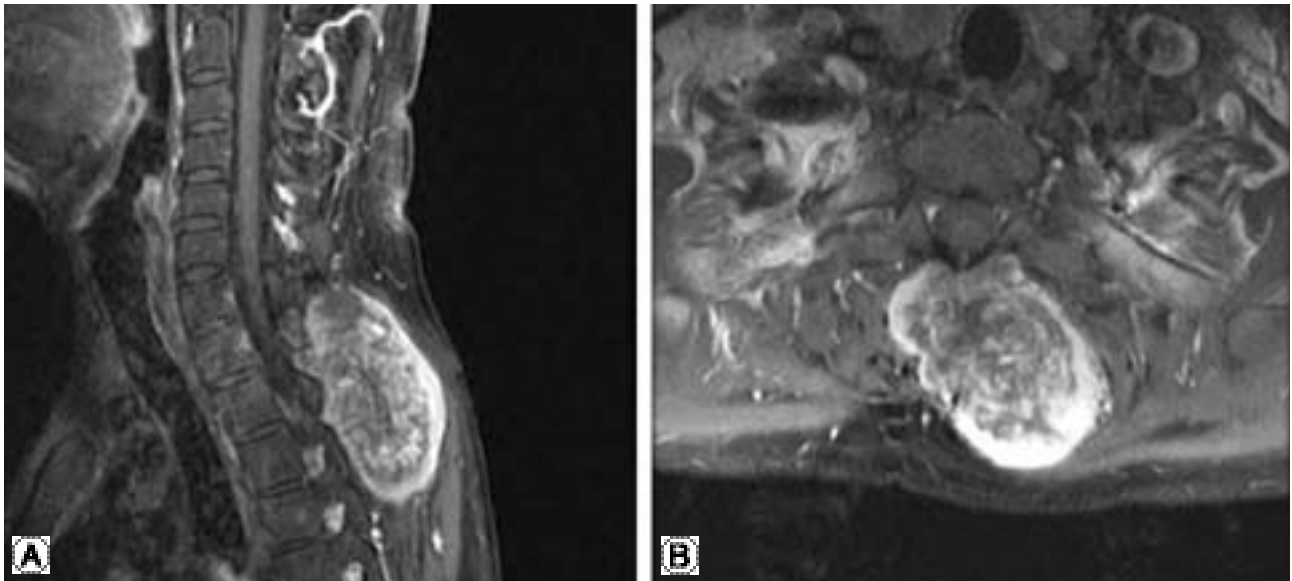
(A, B) T1-weighted MRI images show a large mass shadow in posterior neck.
